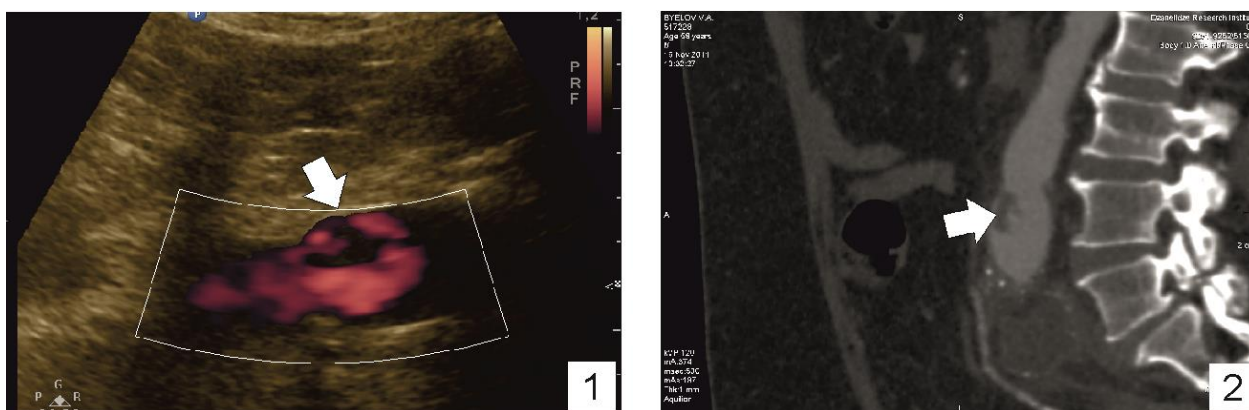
Пристеночный неокклюзирующий тромбоз в области проксимального анастомоза. Пациент Б., 59 л. 9-е сутки после АББП. 1 – сонограмма с ЦДК энергии, визуализируется «дефект наполнения» (стрелка), соответствующий пристеночному тромбу; 2 – МСКТ(А): в области анастомоза определяется «дефект наполнения» неправильной формы – тромб (стрелка)
